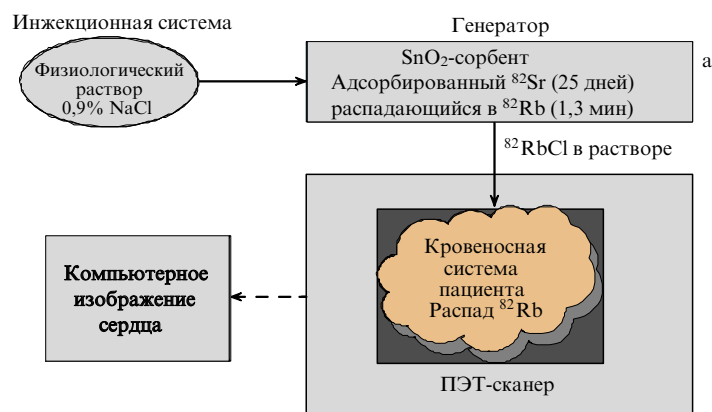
Генератор стронция/рубидия-82 для позитрон-эмиссионной томографии: (а) принцип работы генератора, (б) внешний вид генератора.
